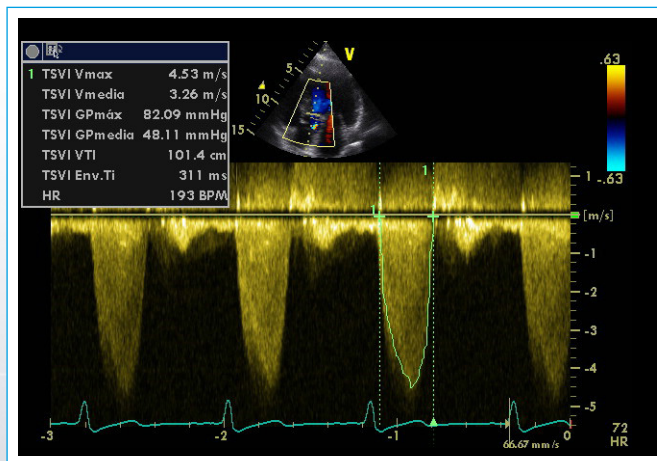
ETT bidimensional (2D), plano eje apical 5 cámaras, evidencia el flujo espectral turbulento por Doppler continuo en el tracto de salida del ventrículo izquierdo (TSVI). Presenta un gradiente máximo de 82 mmHg y una leve regurgitación aórtica, nótese el leve retraso en el tiempo de ascenso del flujo sistólico al pico de velocidad máxima
